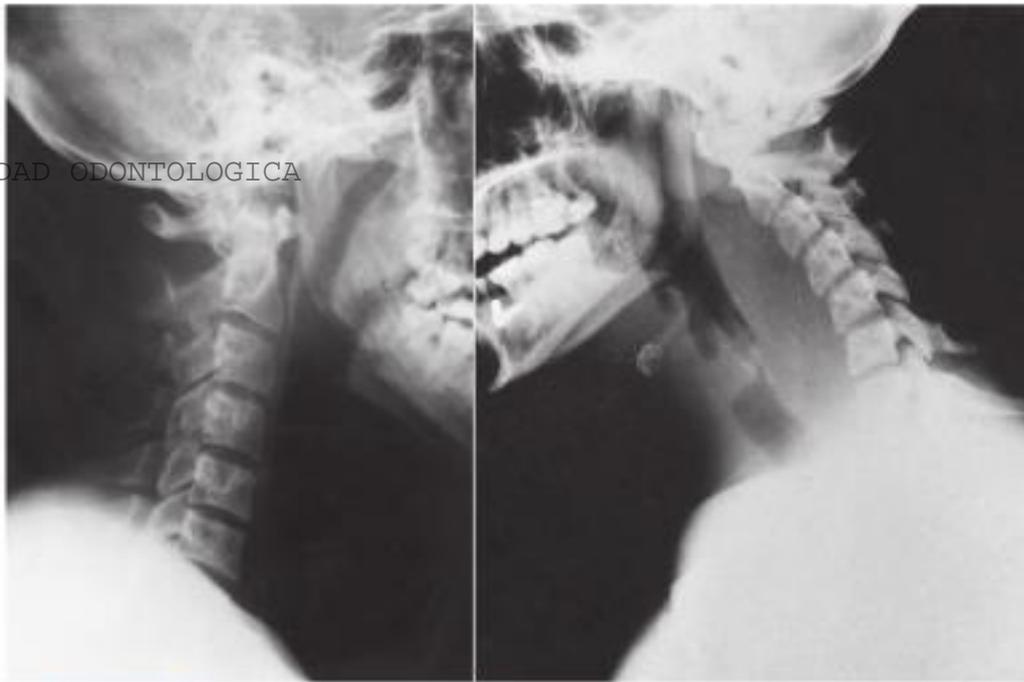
A, En las radiografías simples la sombra normal del tejido blando retrofaringeo es delgada (6 mm o menos) en C2 y de 20 mm o menos en C6. B, Cuando se infecta el espacio retrofaringeo los tejidos blandos engrosan sustancialmente, y la anchura de la sombra del aire orofaringeo disminuye. (De Cummings CW, Fredrickson JM, Harker LA y cols., eds.: *Otolaryngology: head and neck surgery*, vol. 3, St. Louis, 1998, Mosby)
